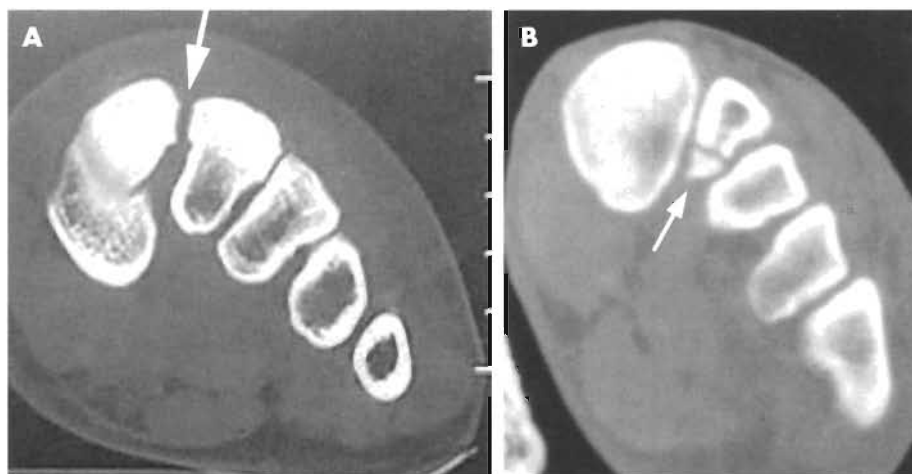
A. Imagen de tomografía computarizada (TC) coronal en la que se observa un ligero ensanchamiento (flecha) entre las bases de los metatarsianos primero y segundo. B. Imagen coronal de TC que muestra una fractura por arrancamiento (flecha) de la base del segundo metatarsiano.
